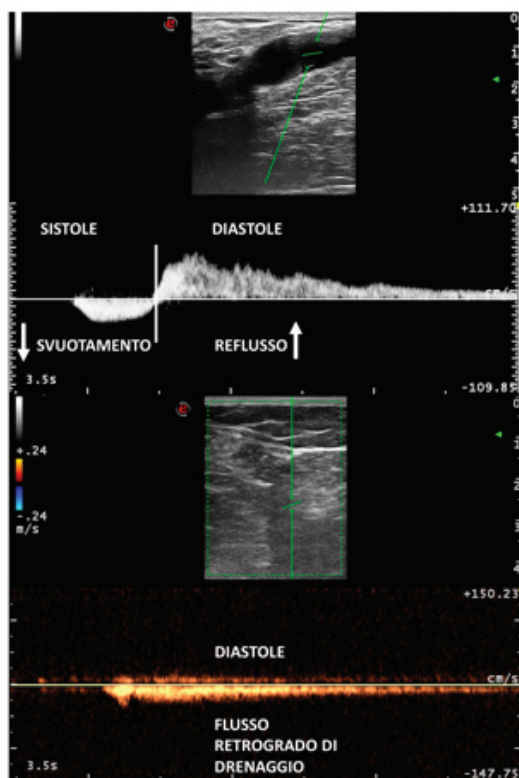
Alto: tracciato Doppler PW di un reflusso safenico. In sistole muscolare l'onda di flusso si allontana in senso centripeto indicando lo svuotamento del vaso. In diastole muscolare compare un flusso invertito ad alta velocità. Basso: Trasformazione dopo deconnessione safeno femorale del reflusso in un flusso monodirezionale a bassa velocità diretto verso il rientro. Si tratta di un flusso di drenaggio poiché è privo di una risalita di sangue dal circolo profondo.
